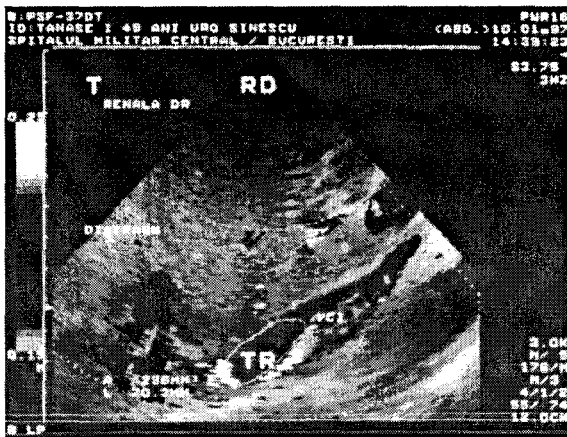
Eco-Doppler de venă cavă inferioară – trombus tumoral extins de la o tumoră renală dreaptă tip Grawitz.
